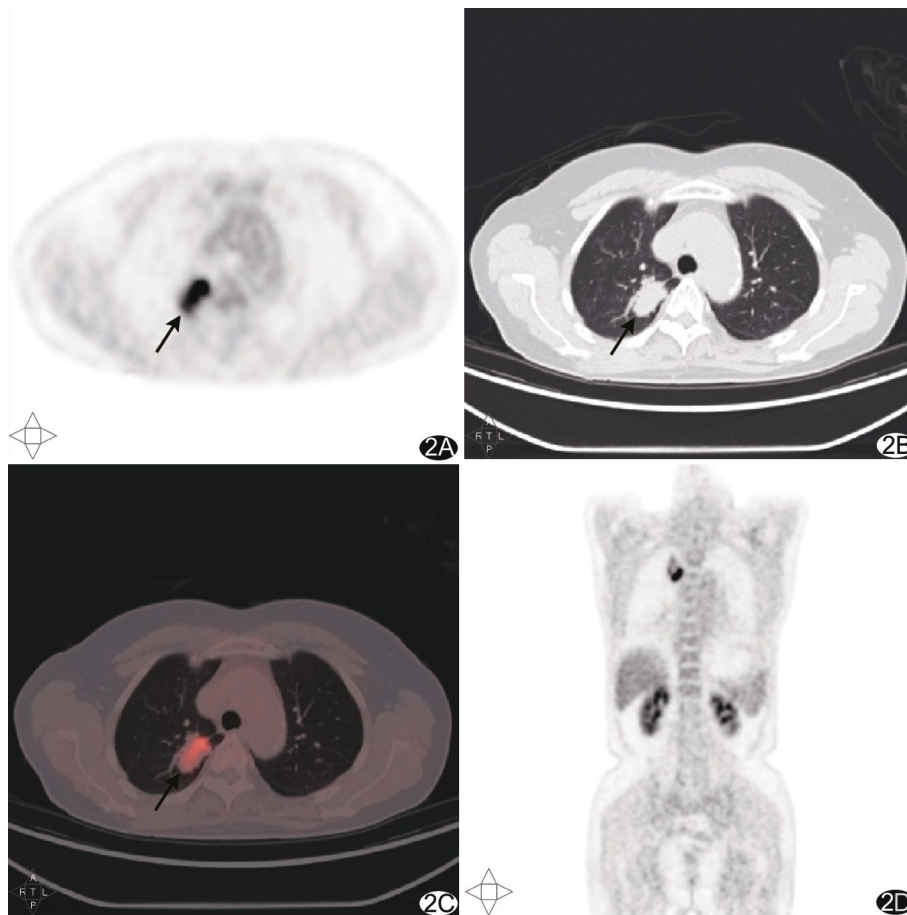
高分化腺癌 A. PET 轴位图, 病灶放射性摄取增高, 约 3.92 cm×2.34 cm(箭); B. CT 轴位图, 右肺上叶软组织密度肿块影(箭); C. PET/CT 轴位融合图, 右肺上叶软组织肿块(箭), SUV<sub>maxE</sub>为 10.69, SUV<sub>maxD</sub>升至 12.13, RI=13.47%; D. PET 冠状位图
